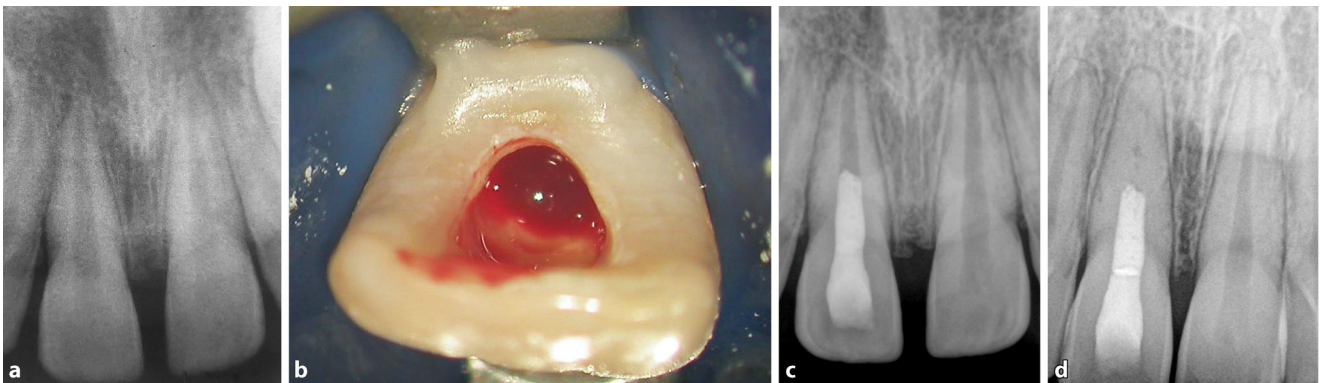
▲ Stammzelltherapie. a Infizierte Pulpanekrose als Folge einer Dislokationsverletzung an Zahn 11. b Nach Entfernung der nekrotischen Pulpa und Desinfektion wird eine apikale Blutung induziert. Das Koagel dient als Stützgewebe für das Einwandern der differenzierungsfähigen Zellen. c Röntgenkontrolle mit Mineral-Trioxid-Aggregat 3 mm unterhalb der Schmelz-Zement-Grenze zur Vermeidung von Verfärbungen der klinischen Zahnkrone. d 5-Jahres-Kontrolle mit nachweisbarem Dickenwachstum und apikaler Ausheilung. (Mit freundl. Genehmigung © M. Arnold, alle Rechte vorbehalten)
